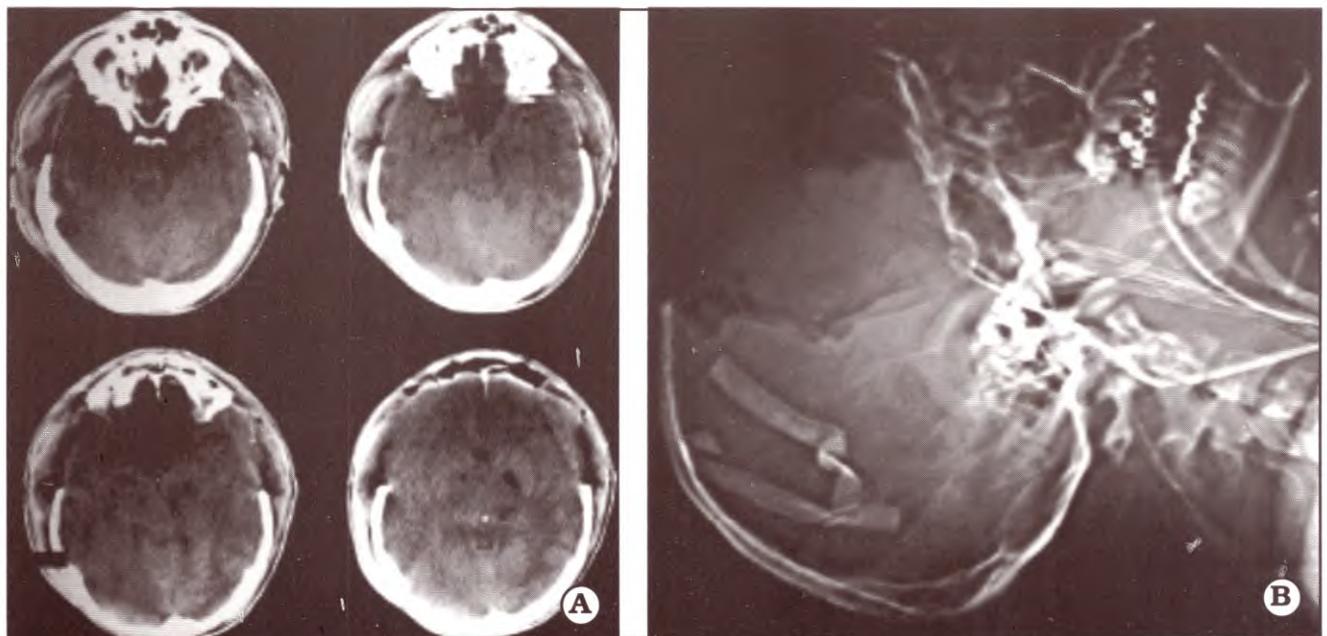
Craniectomía bifrontotemporal. A. TAC CD bifrontotemporal. B. Rx scout view
